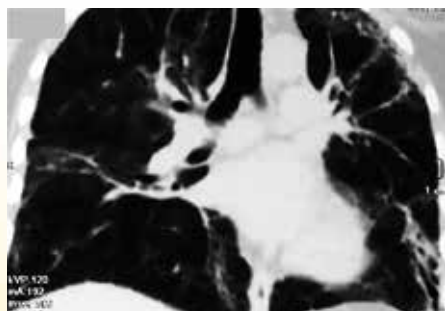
Пациентка, 39 лет. КТ-динамика через 4,5 месяца от начала перенесенного заболевания. Срединный срез. Двусторонний поствоспалительный фиброз
